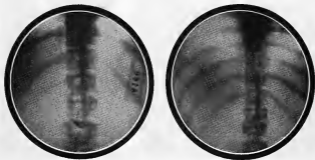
Aspects radiographiques du greffon deux mois et huit mois après la greffe.
